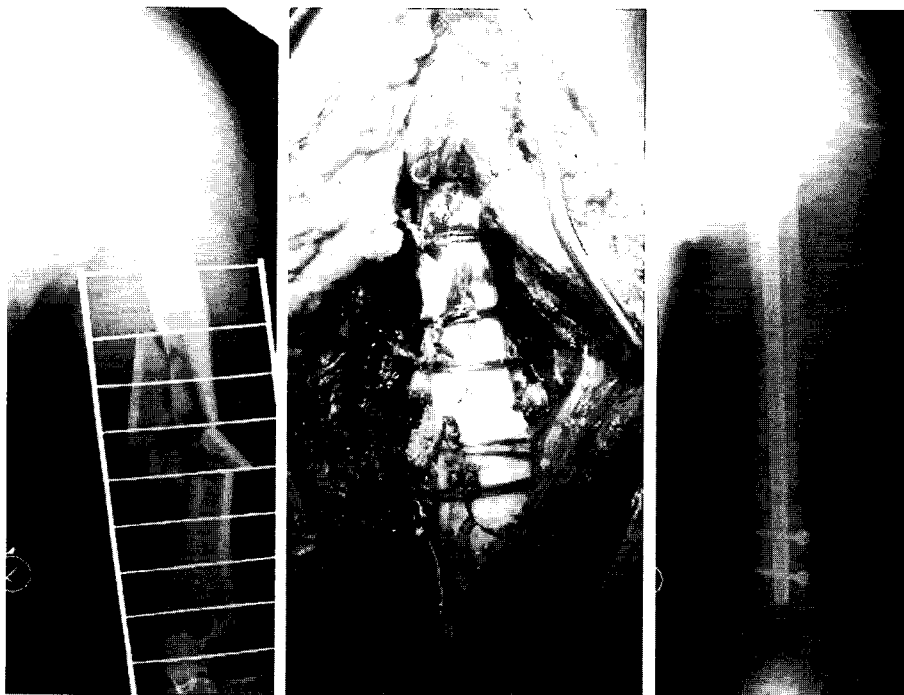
분쇄 골절편의 정복을 유지하기 위하여 시행한 관혈적 정복술 및 #5 비흡수성 봉합사를 이용한 환상 봉합법과 수술 전후의 방사선 사진
